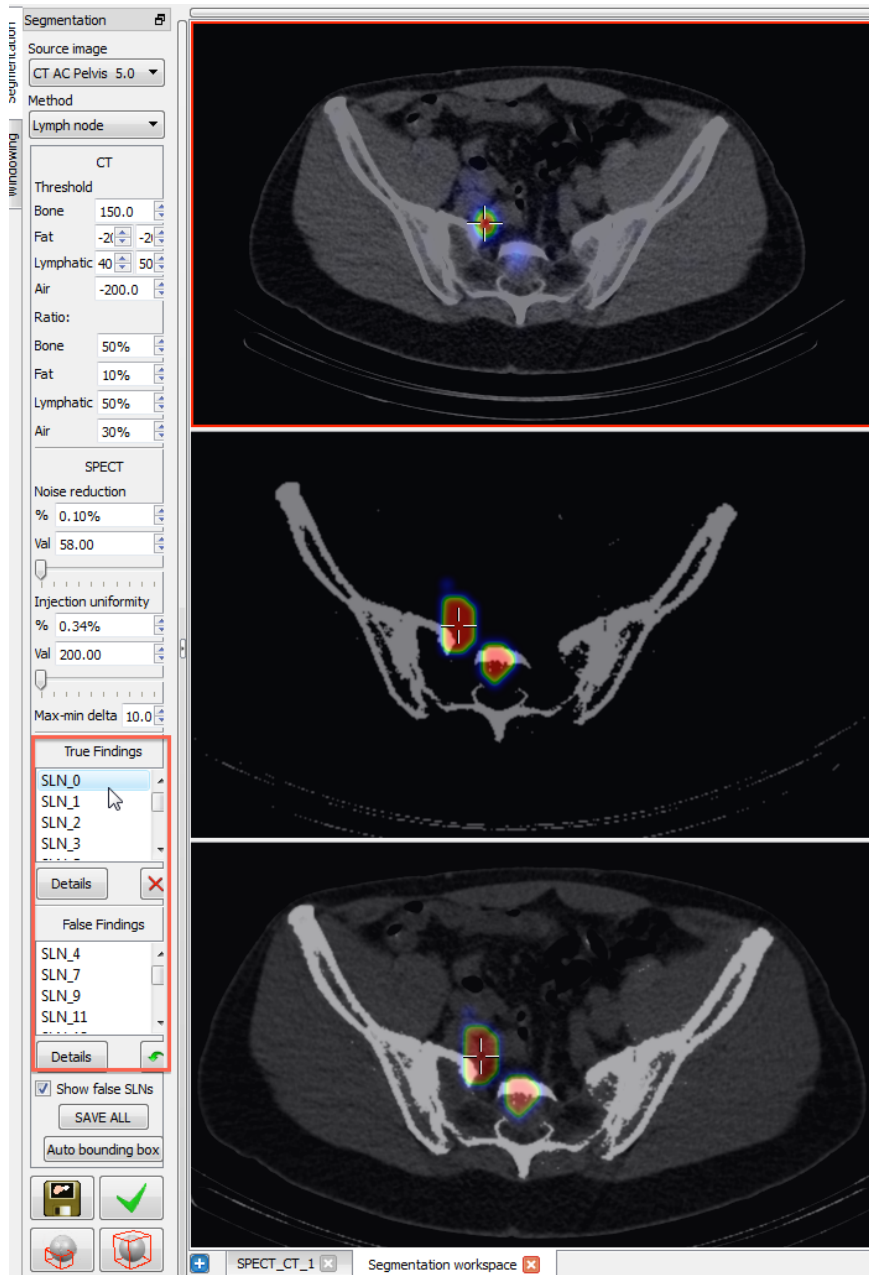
Beispielhafter Ausschnitt aus der InterView™ Fusion-Oberfläche mit einem CT des Abdomens und zwei Hot Spots in transversaler Ebene (Quelle: Klinik für Nuklearmedizin, Universitätsklinikum Schleswig-Holstein, Campus Kiel)
